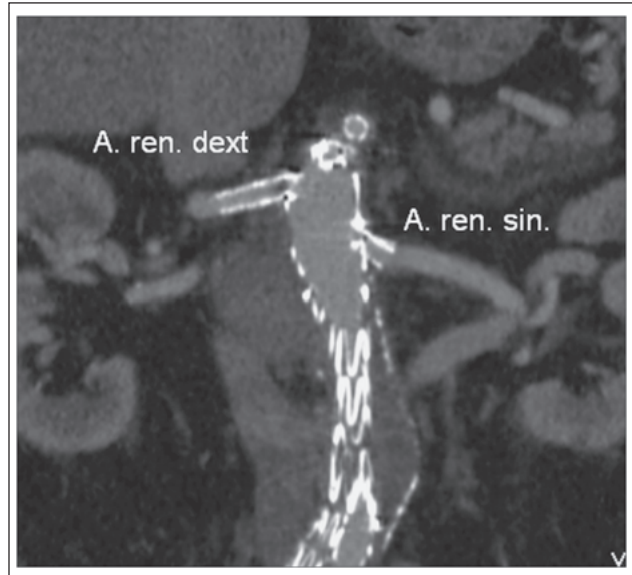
CT MIP-Rekonstruktion: Stents im Abgang der beiden Nierenarterien.
